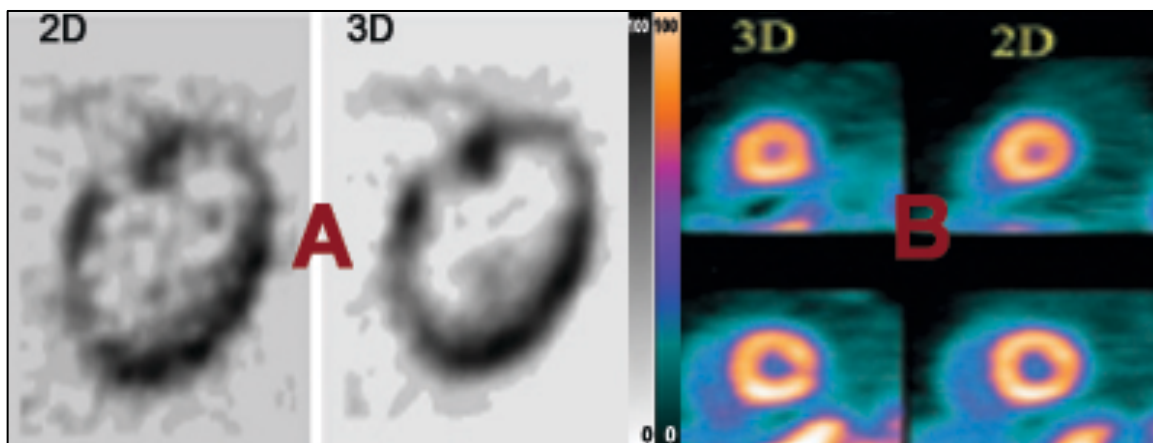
A – Cortes transaxiais do ventrículo esquerdo em modo 2D e 3D em estudo com ¹⁸F-FDG. B - Cortes transaxiais do ventrículo esquerdo em modo 3D e 2D em estudo com ⁸²Rb. Adaptado de ^{47, 49}.
